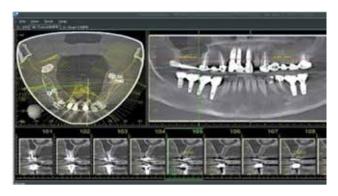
Планирование операции закрытого синус-лифтинга по результатам 3D-рентгеновской компьютерной томографии.
